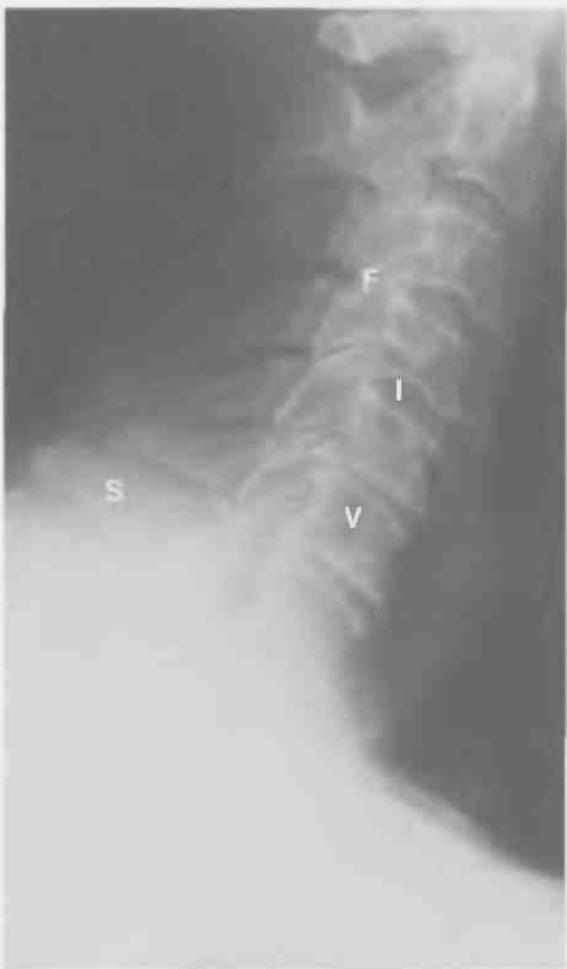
Рентгенограмма шейного отдела позвоночника в боковой проекции.
